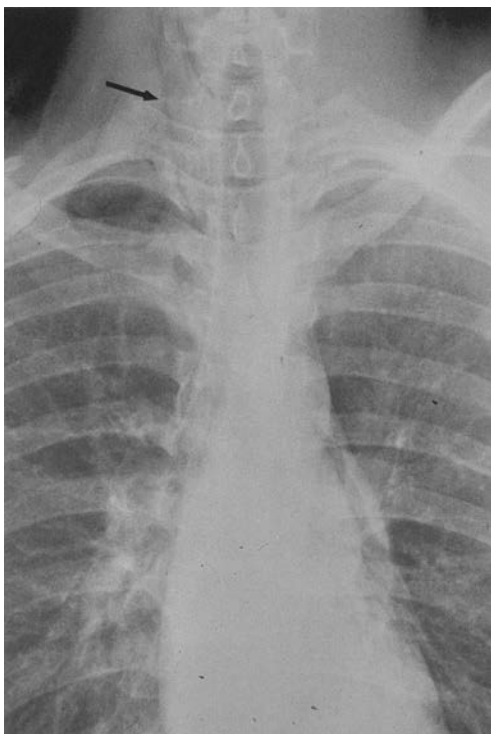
Radiografía de tórax que muestra la presencia de aire entre los músculos profundos del cuello tras una perforación del esófago (flecha). Con frecuencia, éste es el signo más temprano de perforación y puede detectarse incluso en ausencia de aire en el mediastino.
